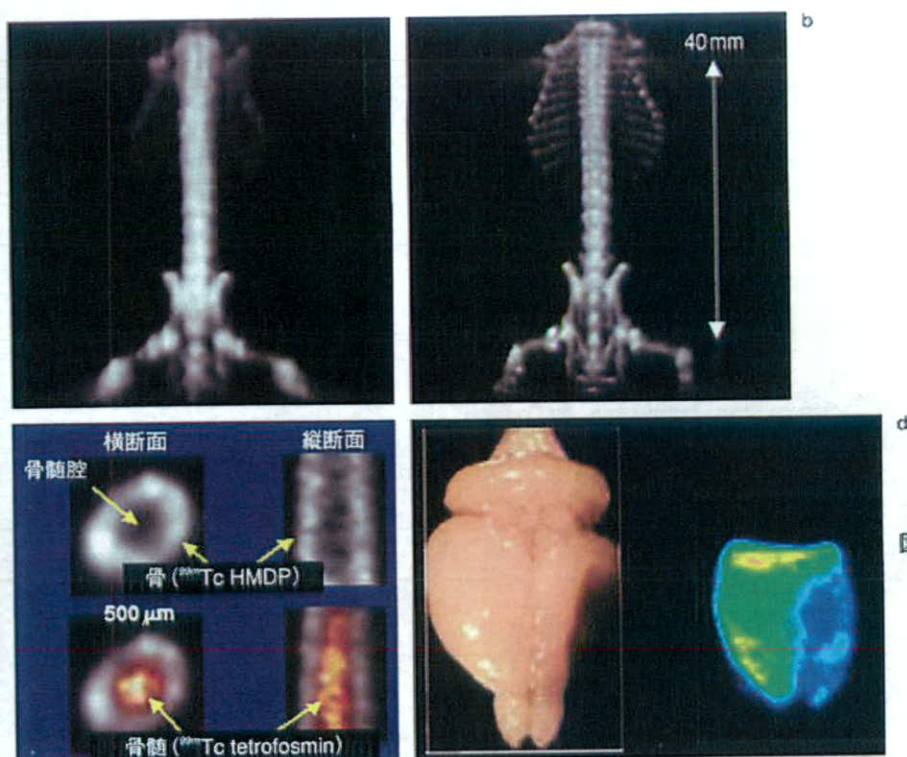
当研究グループで得たピンホールSPECT画像の例
